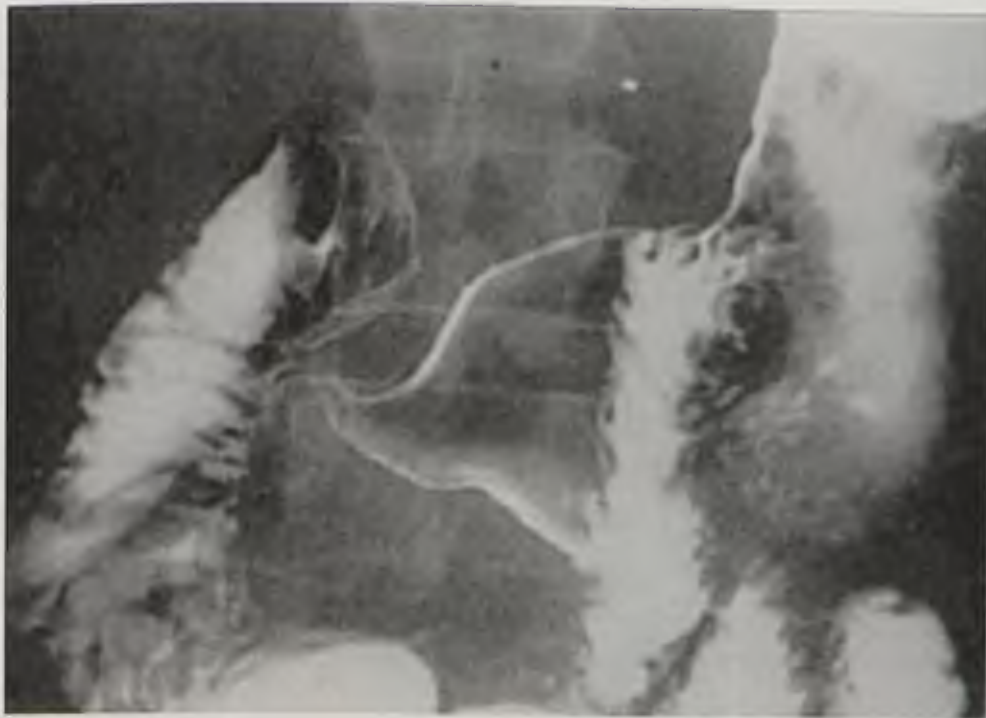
Рентгенография желудка с двойным контрастированием у пациента с гастроудуоденальной формой болезни Крона: симптом «бараньего рога»*
